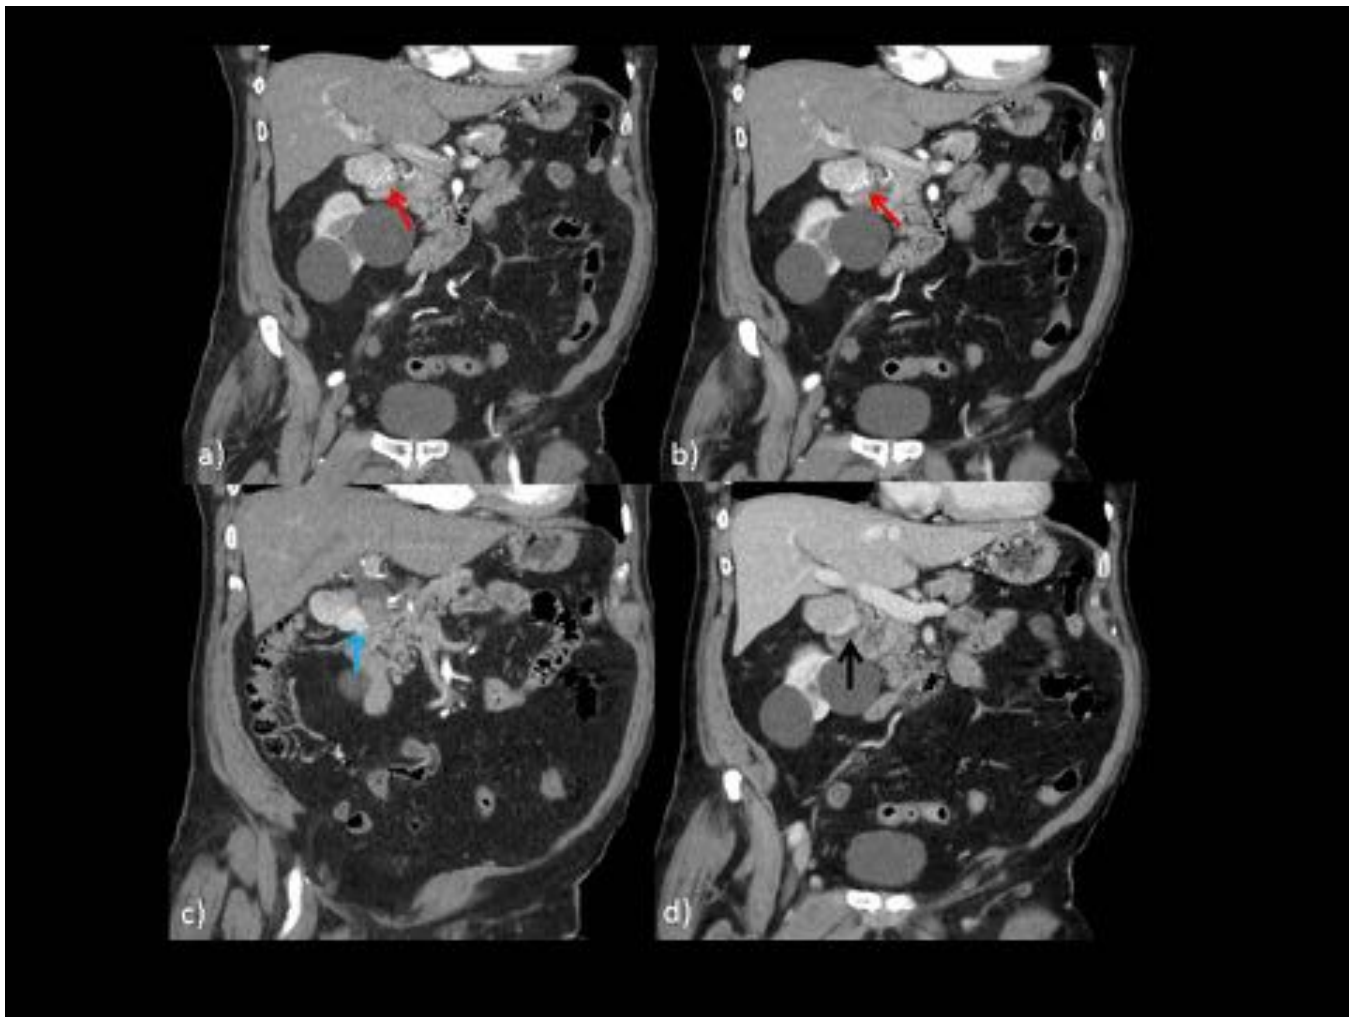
TC con CIV en fases arterial (a,b,c) y venosa (d). Mismo paciente que en fig. 8. Masa duodenal con crecimiento exofítico, así como hacia luz duodenal (flecha negra), y marcado realce heterogéneo en fase arterial. Presencia de vasos intratumorales (flechas rojas) e imagen sugestiva de aneurisma intratumoral (flecha azul). GIST duodenal.
